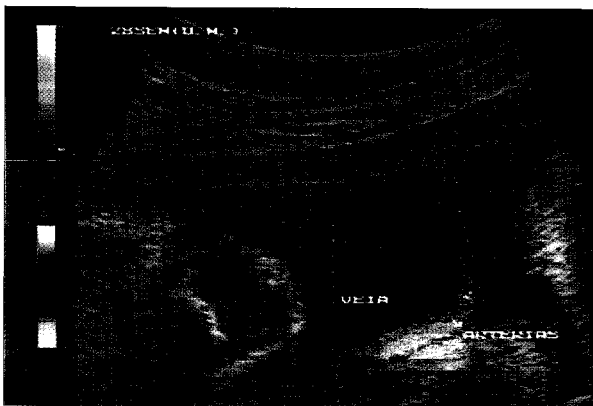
Artérias umbilicais no topo fetal (Doppler a Cores).
